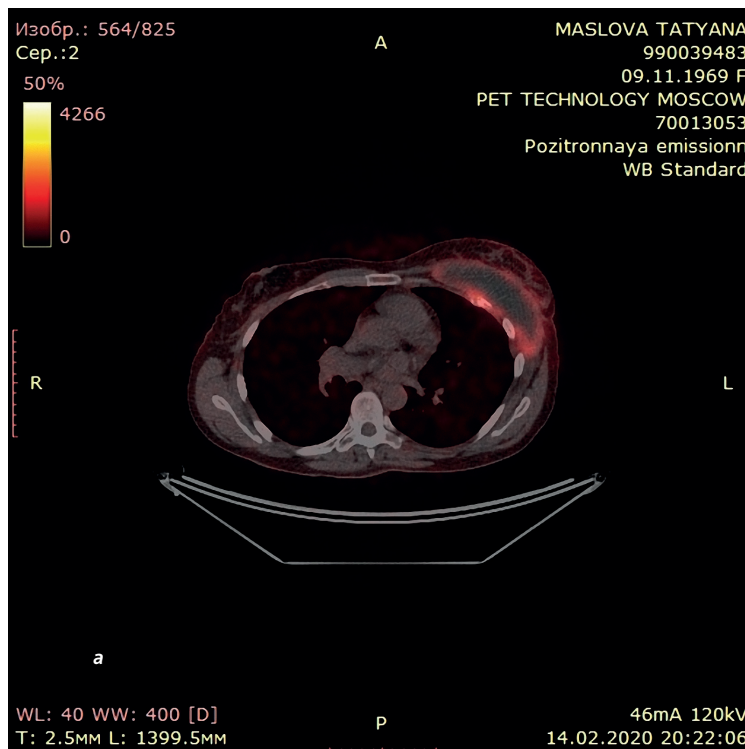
Аксиальная (а) и сагитальная (б) ПЭТ/КТ проекции. Определяется повышенная метаболическая активность F18-ФДГ в мягких тканях грудной стенки слева и в передних отрезках 4–5 ребер слева
